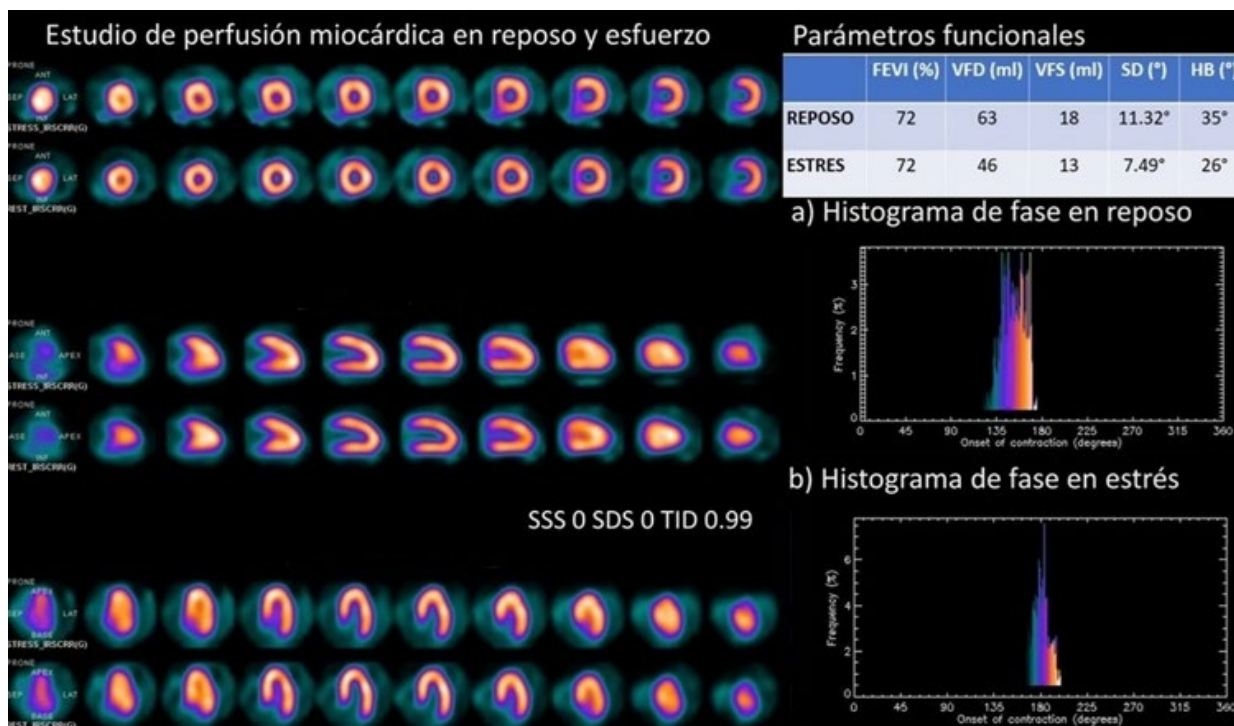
Muestra el EPM G-SPECT normal. Los histogramas de fase de a) reposo y b) post-estrés muestran una mejora de la sincronía mecánica del VI en el post-estrés con respecto al reposo. SSS: score de suma de estrés; SDS: score de diferencia; TID: dilatación isquémica transitoria; FEVI: Fracción de eyección del ventrículo izquierdo; VFD: volumen de fin de diástole; VFS: volumen de fin de sístole; SD: desvío estándar de fase; HB: ancho de banda del histograma.
